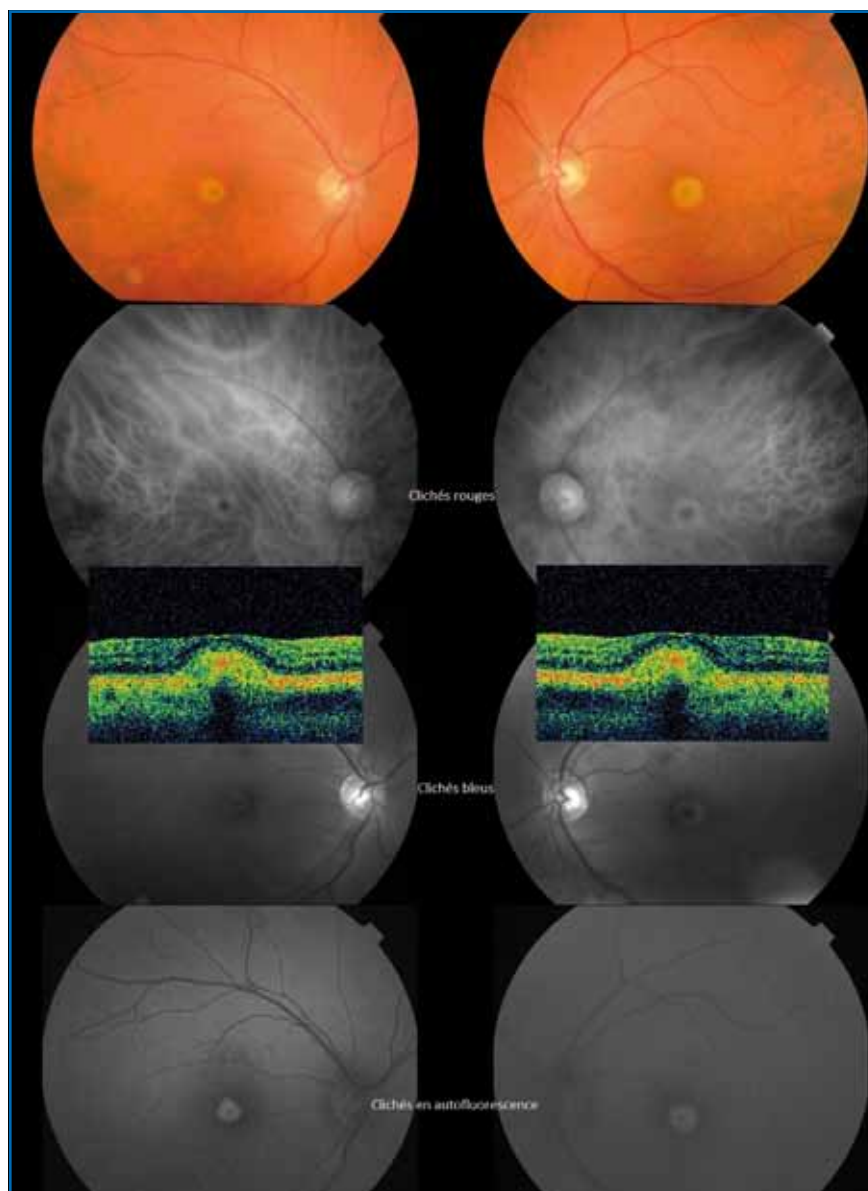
Fond d'œil: tomographie par cohérence optique (OCT) et clichés en autofluorescence d'une dystrophie pseudovitelliforme: l'aspect du matériel vitellin au fond d'œil et à l'OCT est régulier, il est autofluorescent.
